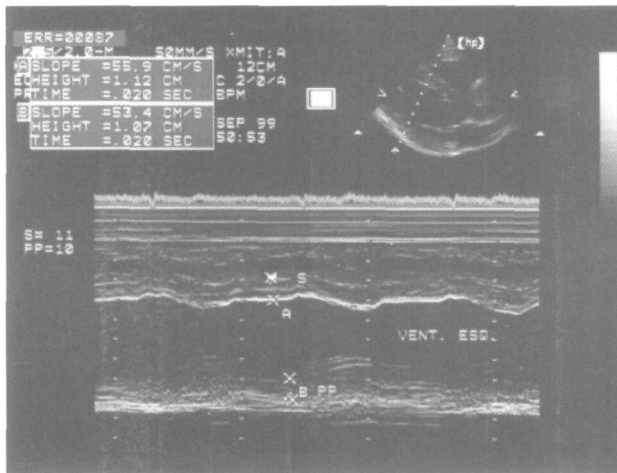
Ecocardiograma modo-M, acesso paraesternal, corte transversal do ventrículo esquerdo de um indivíduo obeso "sadio". S: septo interventricular; PP: parede posterior do ventrículo esquerdo; A: local da medida da espessura septal; B: local da medida da parede posterior.
